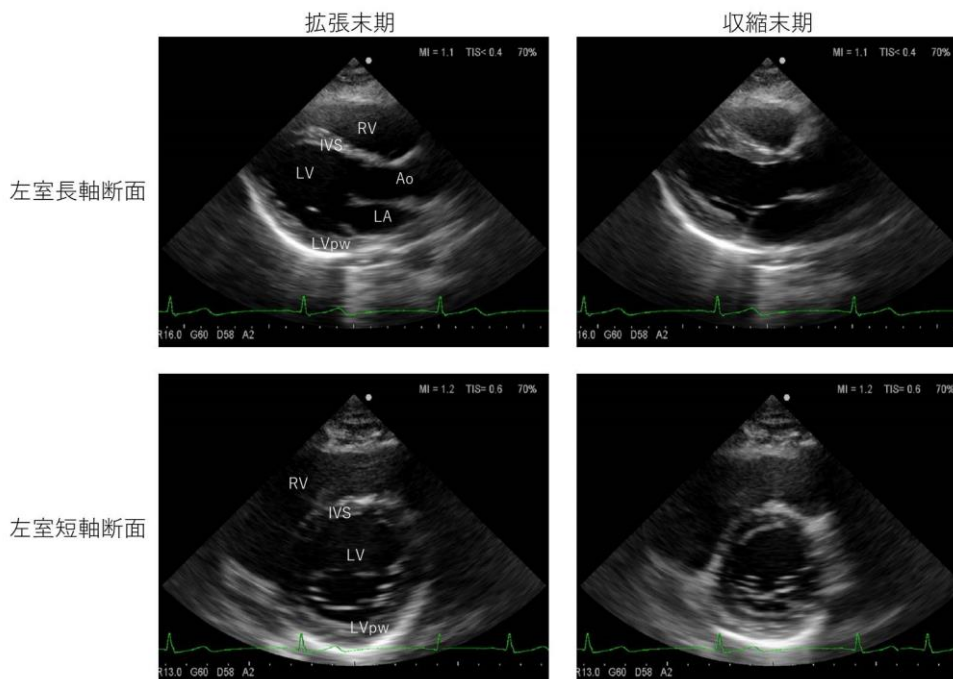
健常例Case4の超音波断層像。
